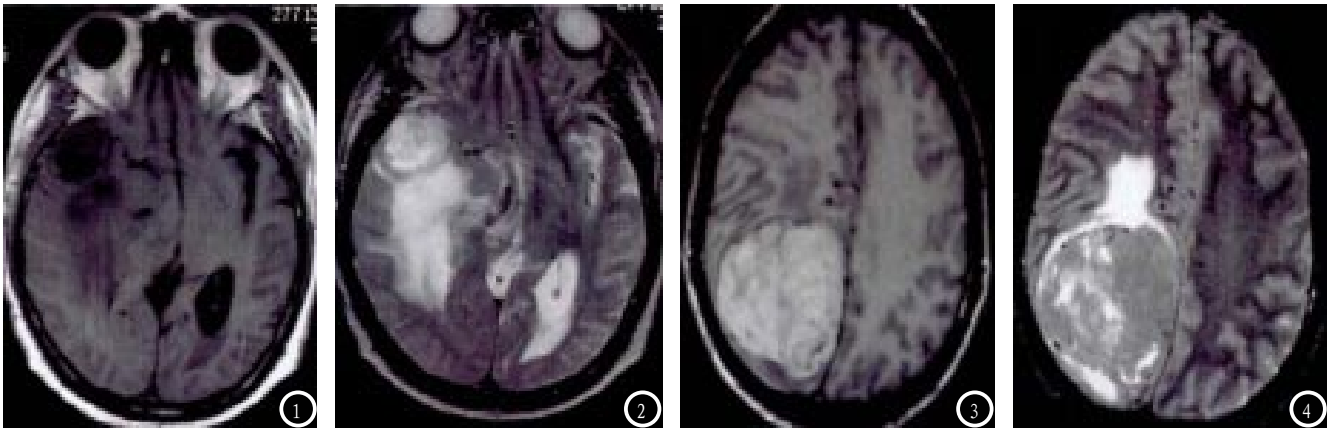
MRI影像图。图1：T1WI轴位；图2：T2WI轴位；图3：T1WI轴位；图4：T2WI轴位。
